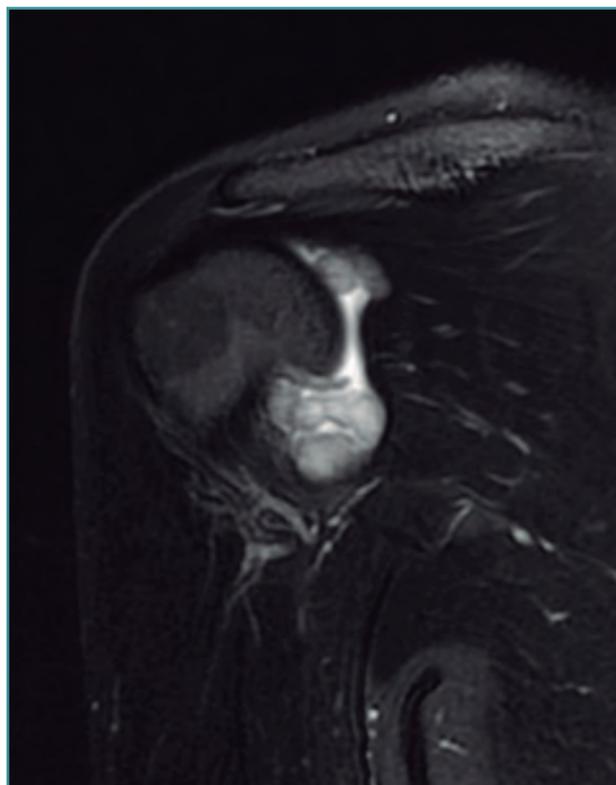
Resonancia magnética, T2 corte coronal: condromatosis sinovial.
